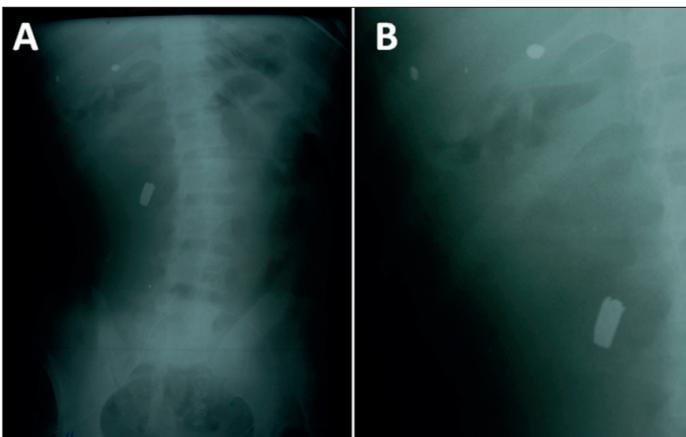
Radiografía de abdomen. B: Detalle del proyectil y de los dos fragmentos de metralla. (Imágenes de los autores)
